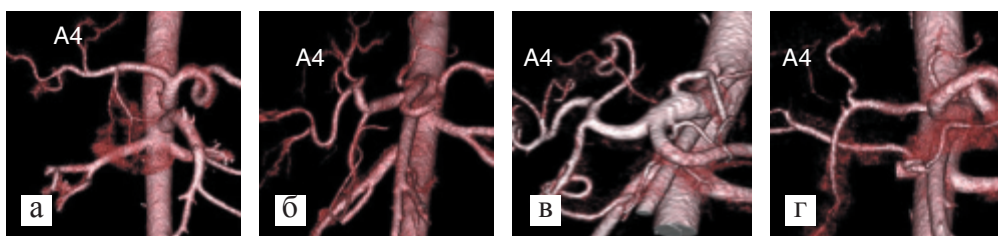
Варианты артериального кровоснабжения IV сегмента (A4) печени, по данным МСКТ:
